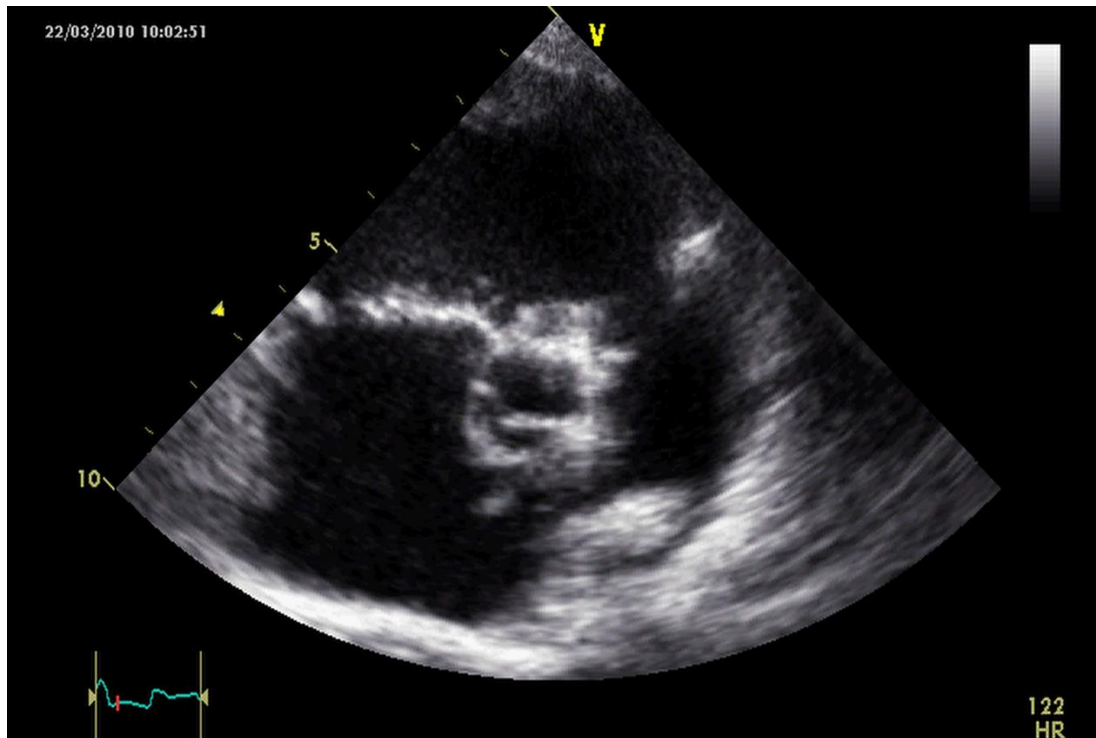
Coupe para sternale petit axe à l'échographie objectivant une bicuspidie aortique chez un nourrisson de 2 mois atteint d'une CoA.
